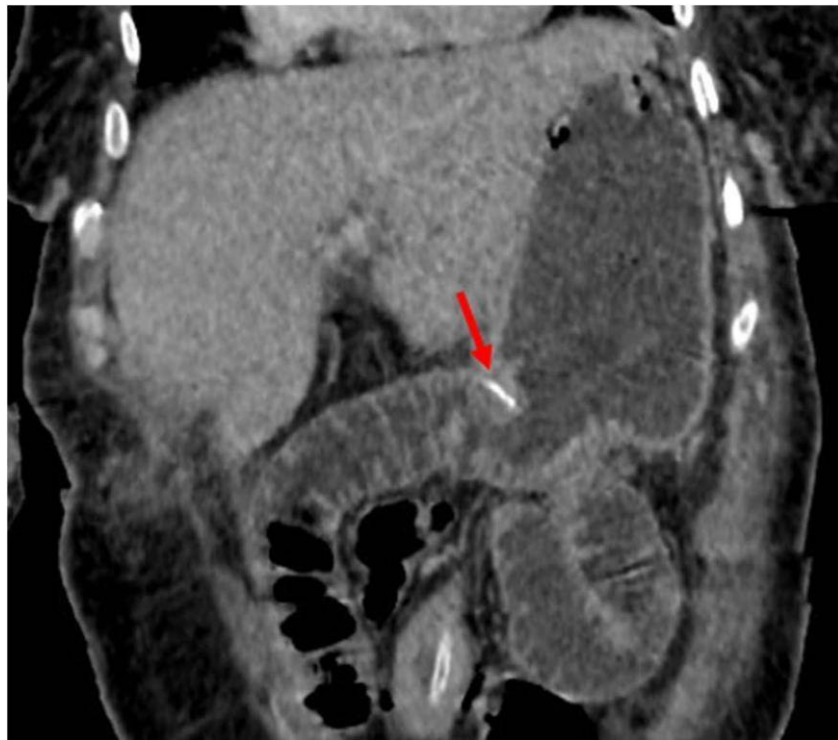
Coupe coronale oblique d'une TDM abdominale injectée au temps portal montrant l'anastomose gastro-jéjunale avec les clips chirurgicaux métalliques (flèche rouge).
